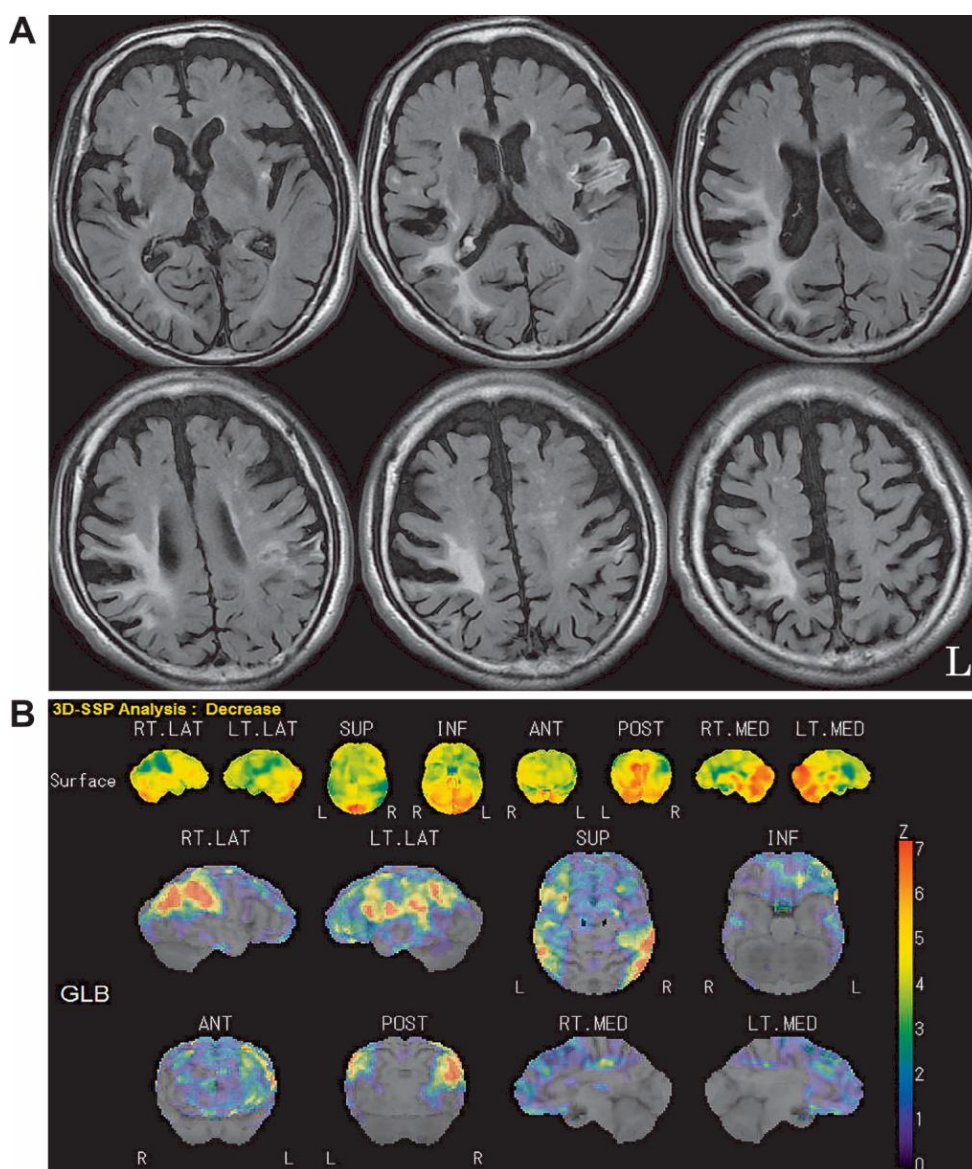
(A) Axial views of head MRI FLAIR images (1.5 T, TR = 8,002, TE = 144.7) obtained at 2 months after onset. (B) 123I-IMP SPECT images obtained at 2 months after onset.
